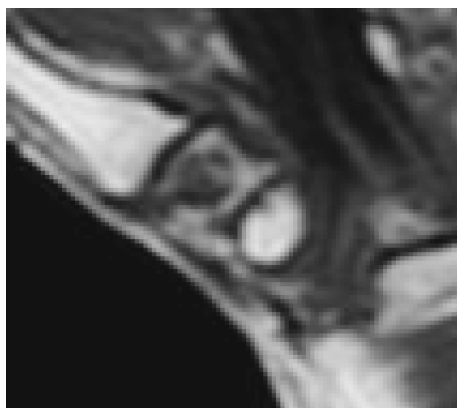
Assessment of bone erosions in the trapezium bone by MR imaging. (a) An erosion on the trapezium bone is seen on T1-weighted image, corresponding to grade 6.
